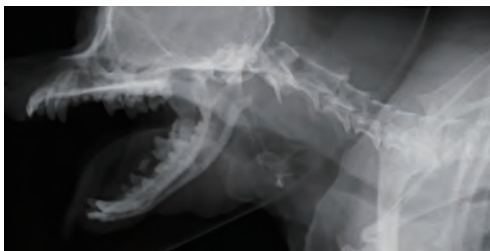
症例9における初診時頭部X線検査側面像。吸気時。大きく開口し、閉口下で撮影は困難であった
